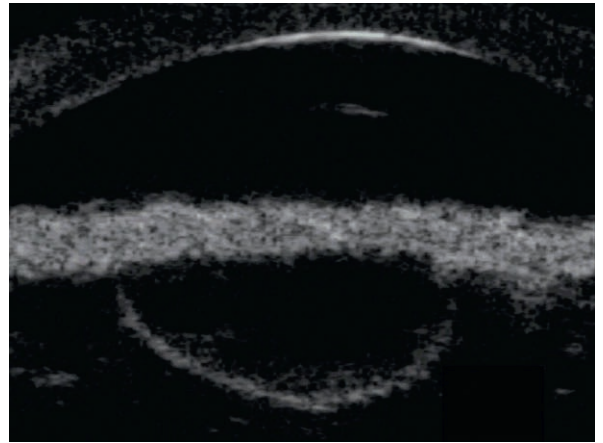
Échographie UBM chez le patient présenté en fig. 13-70, montrant une lésion kystique acoustiquement vide.
